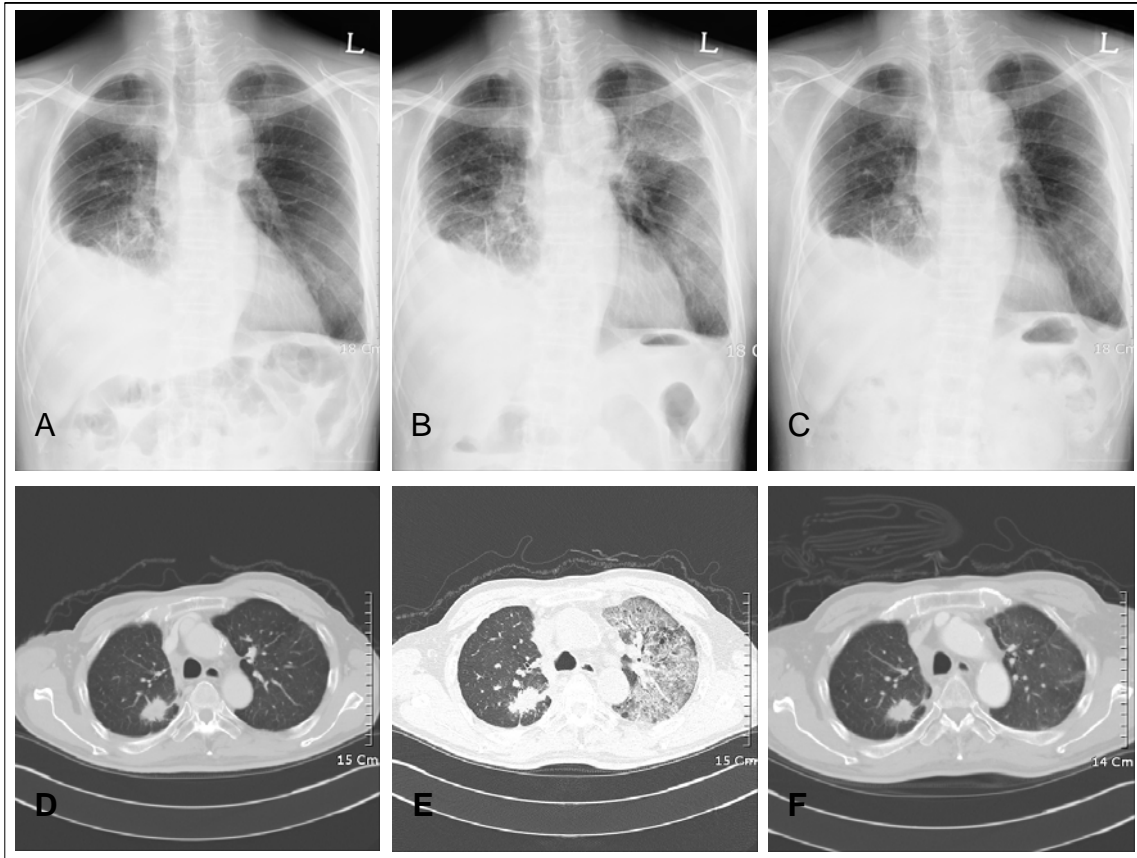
In chest X-ray and chest CT, there were no differences from the lesion that were primary mass showed that the primary malignant mass in RUL, pleural metastasis and malignant effusion in right hemithorax, and small pleural effusion or pleural thickening in left hemithorax (Figure 1A, 1D). After transfusion, geographic patterned diffuse ground-glass opacities were newly noted on both lungs (Figure 1B, 1E), which were resolved after three days (Figure 1C, 1F).
